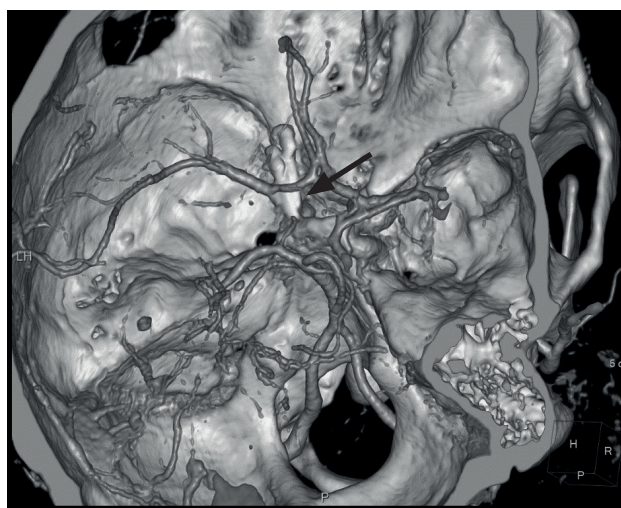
МСКТ-ангиография головного мозга пациента Р. после операции. Аневризма не контрастируется. Определяются две металлические клипсы (указаны стрелкой)
